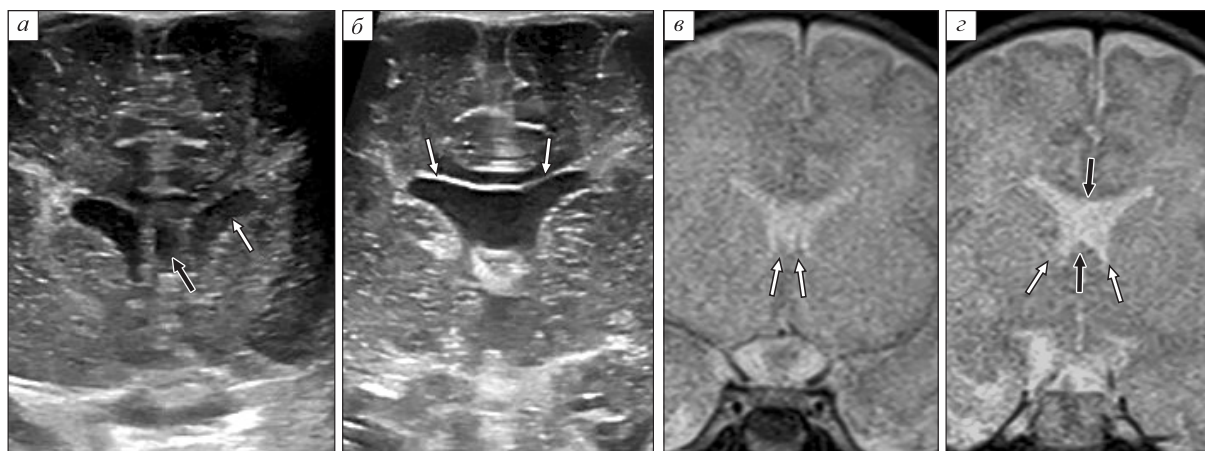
Лучевые исследования ребенка на 20-е сутки жизни. а, б – нейросонография: а – коронарное сканирование на уровне передних рогов, между передними рогами сканируется ППП (черная стрелка), в просвете передних рогов экзогенное мелкодисперсное содержимое (белая стрелка). б – коронарное сканирование на уровне третьего желудочка, БЖМ на границе передних рогов и тел (белые стрелки) не разделены, ППП не определяется. в, г – МР-томограммы: в – коронарная плоскость, режим Т2-ВИ, определяются передние рога и ПП (белые стрелки), г – коронарная плоскость, режим Т2-ВИ, передние рога не разделены, прозрачные перегородки не определяются (черные стрелки), заостренные нижние рога (белые стрелки)
